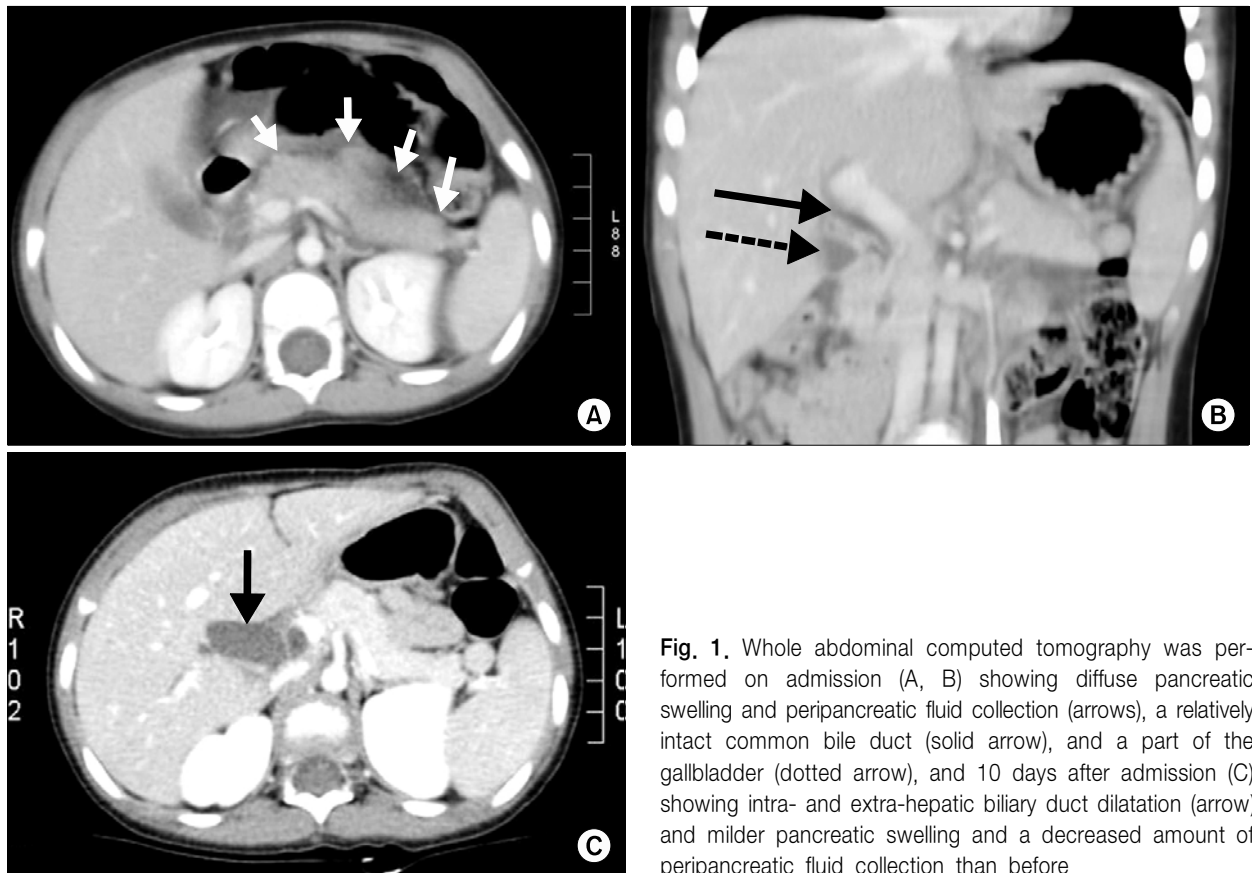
Whole abdominal computed tomography was performed on admission (A, B) showing diffuse pancreatic swelling and peripancreatic fluid collection (arrows), a relatively intact common bile duct (solid arrow), and a part of the gallbladder (dotted arrow), and 10 days after admission (C) showing intra- and extra-hepatic biliary duct dilatation (arrow) and milder pancreatic swelling and a decreased amount of peripancreatic fluid collection than before.
